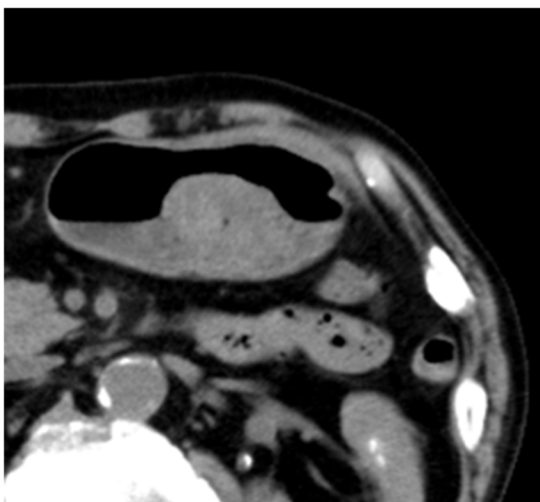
腹部CT検査：胃角部後壁の付近に内部に気体成分を含む40mm径の低吸収結節を認めた。
